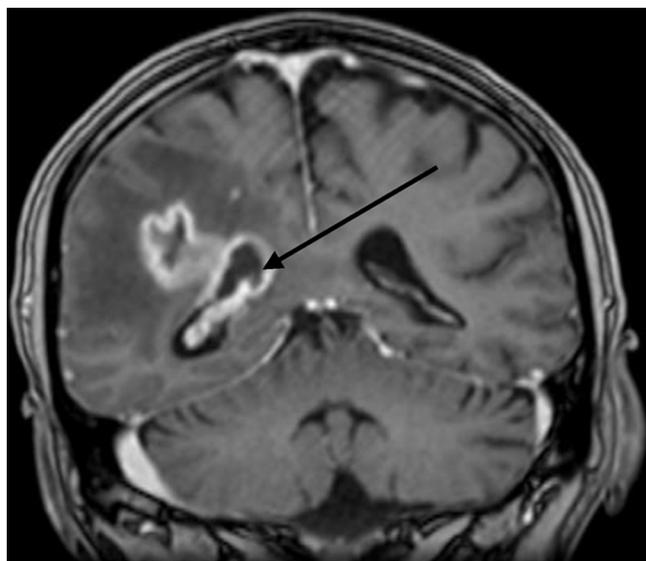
IRM cérébrale. L'abcès cérébral s'étend au ventricule latéral droit et est entouré d'une vaste plage d'œdème (flèche).
